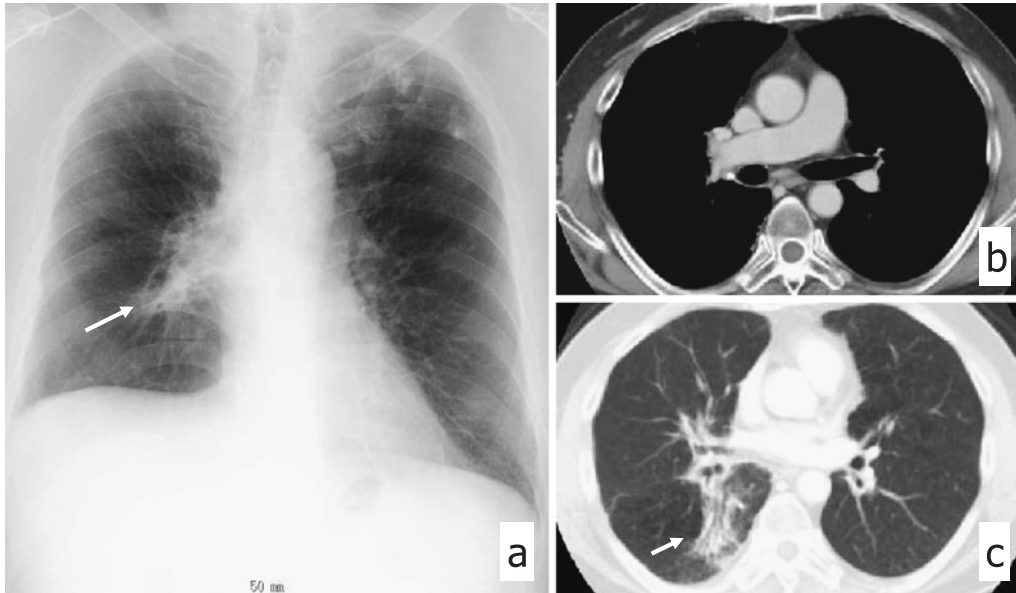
Chest radiograph (a) and chest CT scans (b, c) after chemoradiotherapy on October, 2006 show significant reduction in tumor size, and appearance of radiation-related pneumonitis (arrows).
